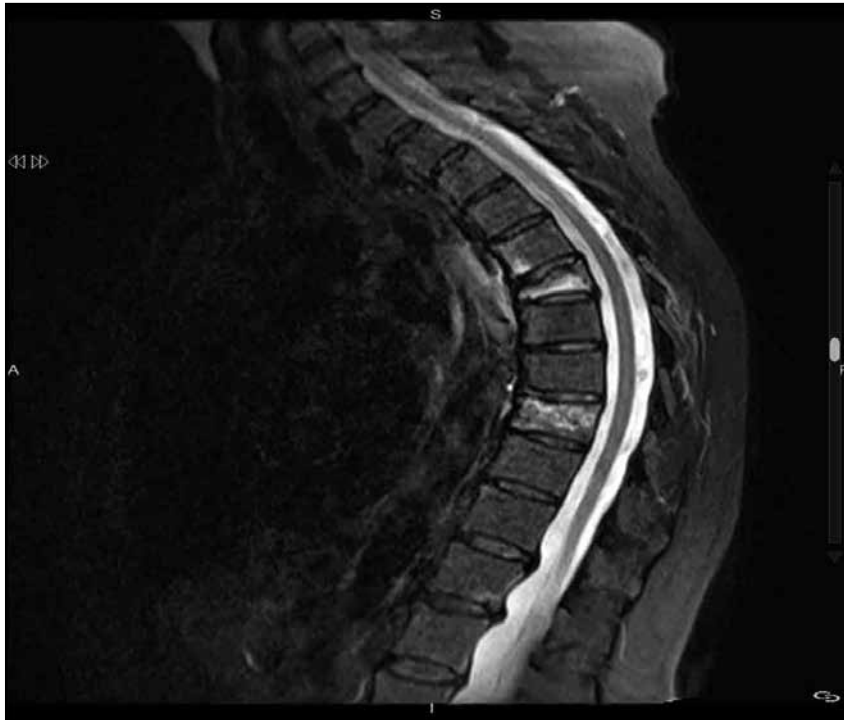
Paciente (caso 1) con fracturas vertebrales múltiples luego de 7 meses de suspensión del denosumab. Se advierte en la RMN edema y acúñamiento de D6 y D9.
